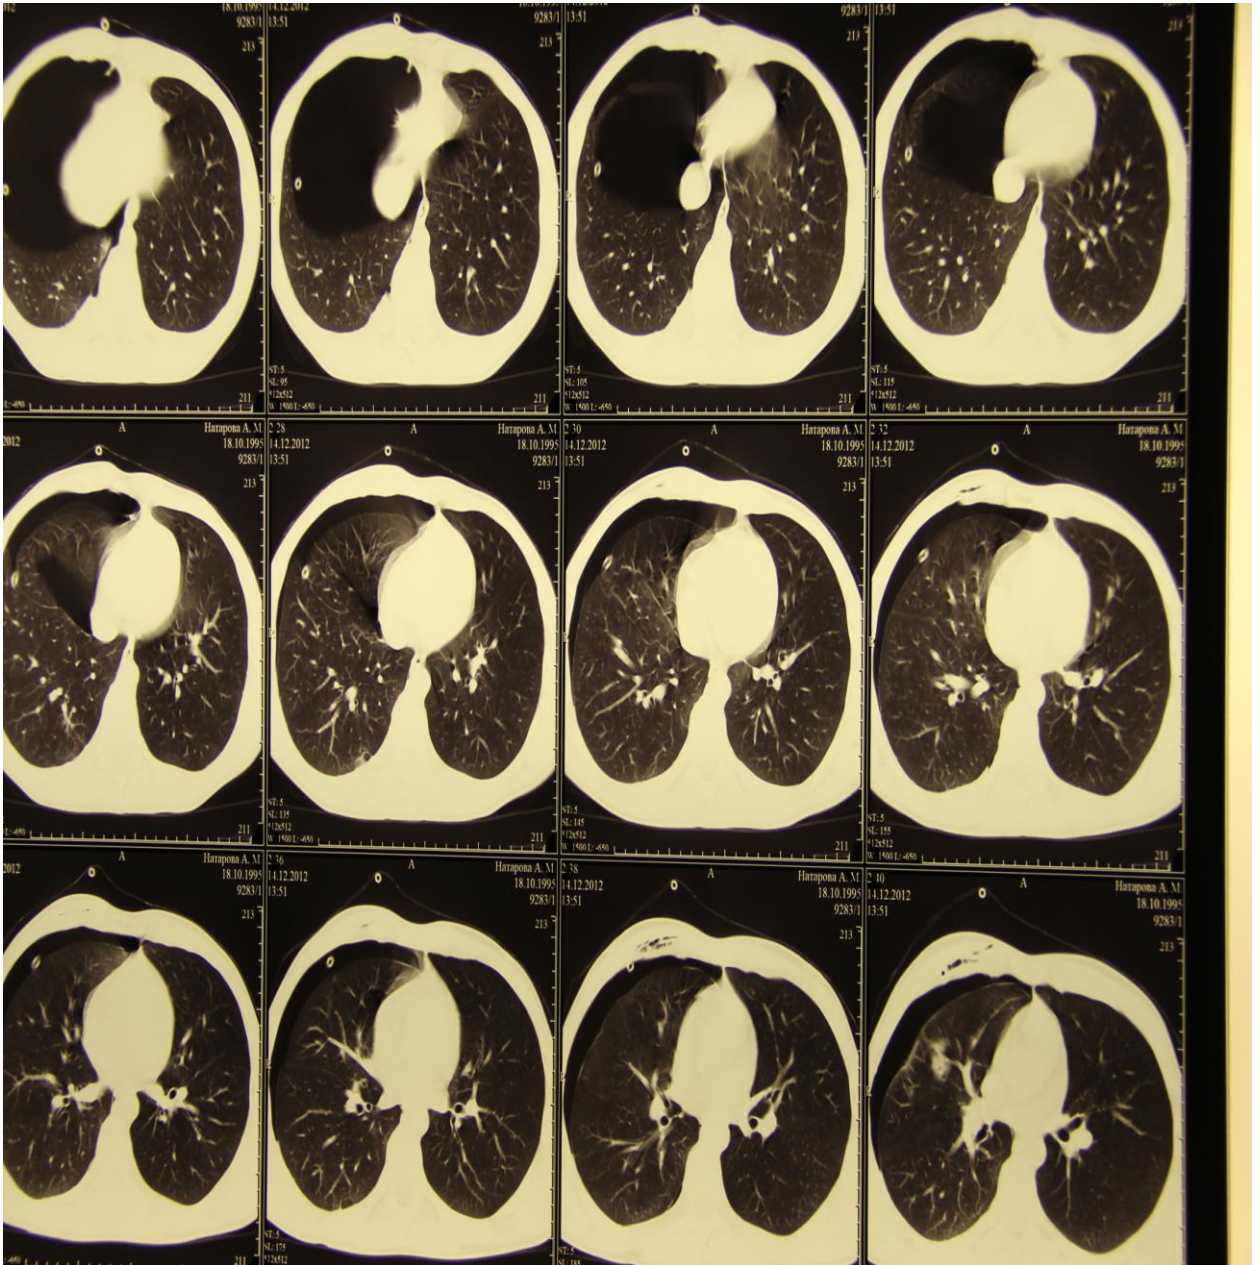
Компьютерная томография грудной клетки больного Н. от 15.12.2012 г. Имеются буллезные изменения обоих легких и правосторонний пневмоторакс.
